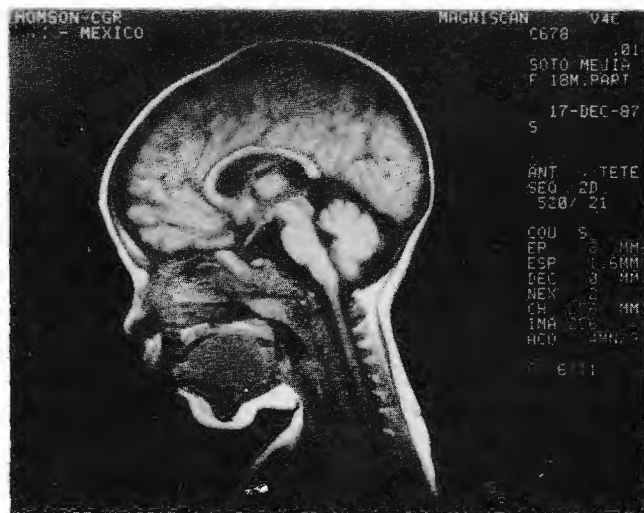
Imagen en plano sagital de la cabeza de un niño. Es posible observar la glándula pineal y otras estructuras de la línea media cerebral. Resonancia Nuclear Magnética.
